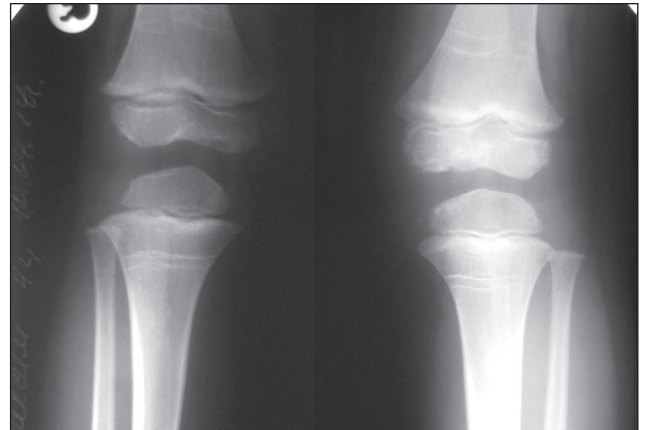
Рентгенограма хворого Г.М. Нерівність внутрішнього контура епіфіза стегнової кістки (поява множинних додаткових точок окостеніння)
